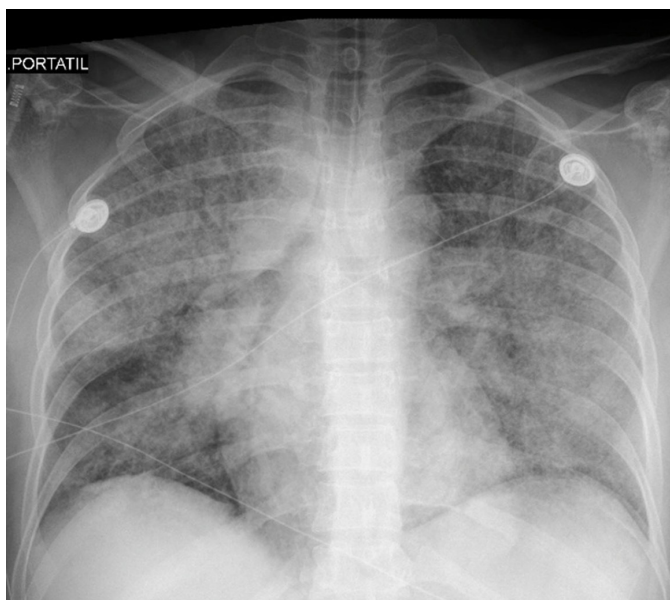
Radiografía de tórax posterior a intubación orotraqueal.
